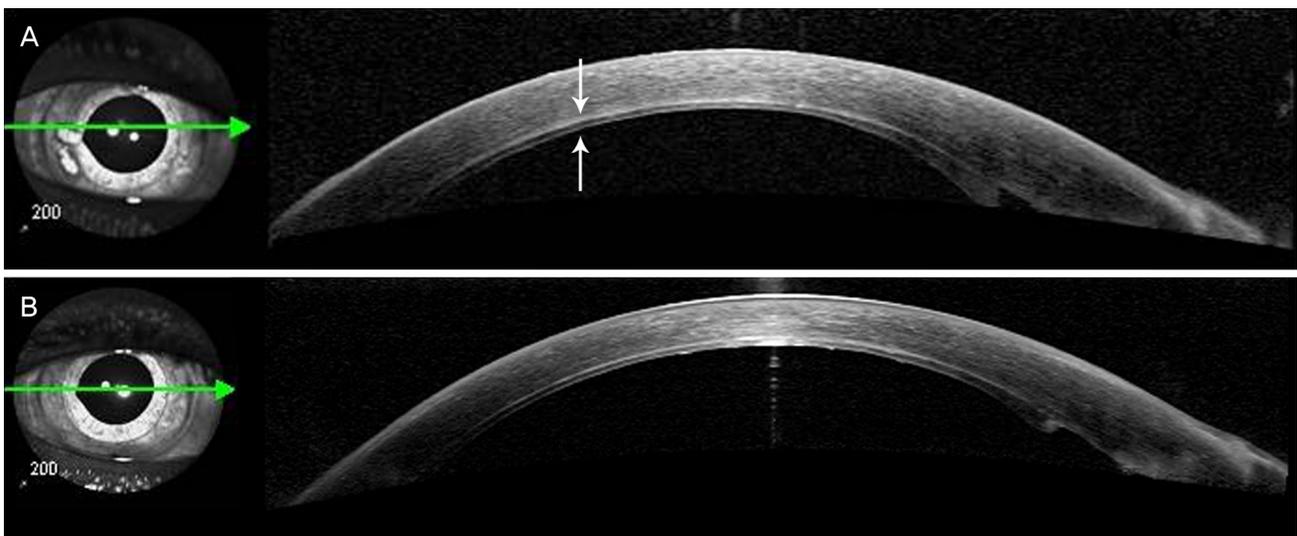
(A) Optical coherence tomography taken 5 days after the Descemet's membrane stripping endothelial keratoplasty with manual preparation on the right eye shows the corneal graft (white arrows). It is well attached to the posterior surface of the recipient cornea. (B) One month after the surgery, we can find the well-maintained donor graft.
